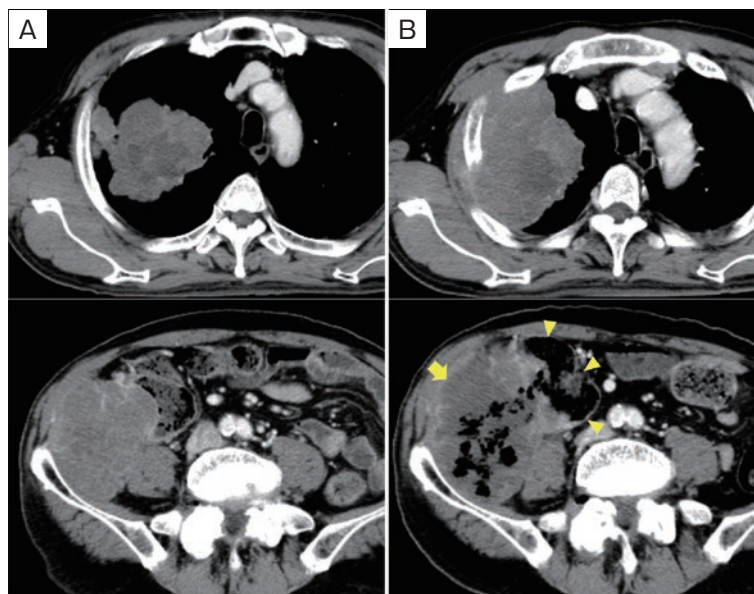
造影CT所見. (A) 約2ヶ月前. (B) 入院時. 入院時には右肺上葉腫瘍の増大を認めた. また, 上行結腸 (矢頭) と接する右後腹膜腫瘍 (矢印) の内部にガス貯留を認めた.
